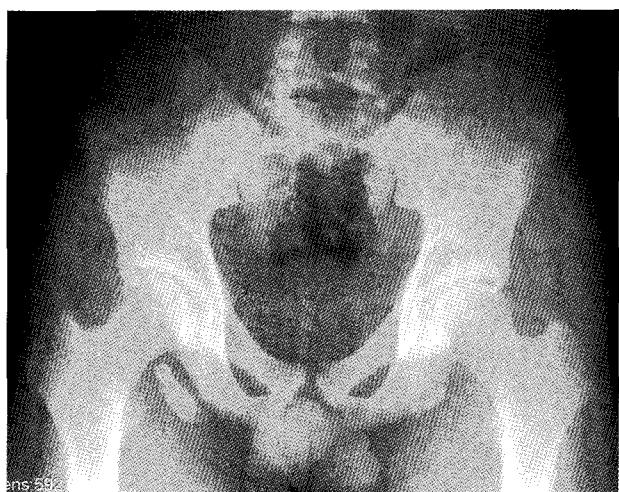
Anteroposterior pelvic radiography shows displaced fragment from right ischial tuberosity and irregularity on the left ischial tuberosity.
